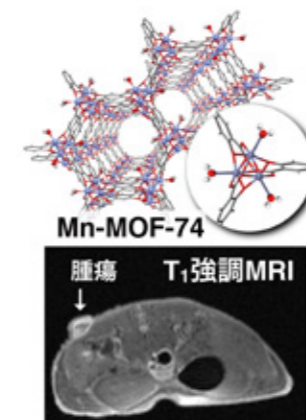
Mn-MOF-74 and T1-weighted MRI of tumor.
